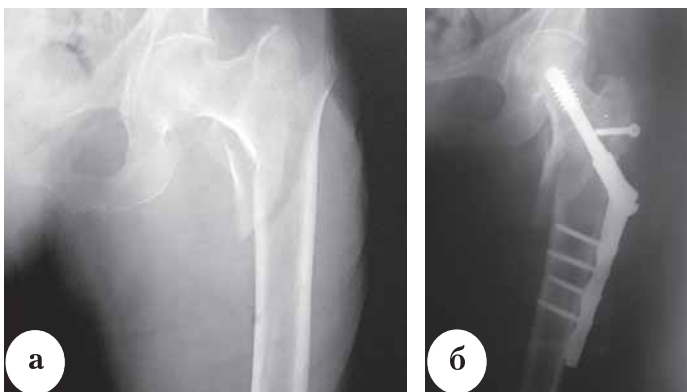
Рентгенограммы больной Ш., 80 лет, с чрезвертельным оскольчатым переломом левой бедренной кости со смещением типа А2.3: а – до операции; б – после накостного остеосинтеза DHS
